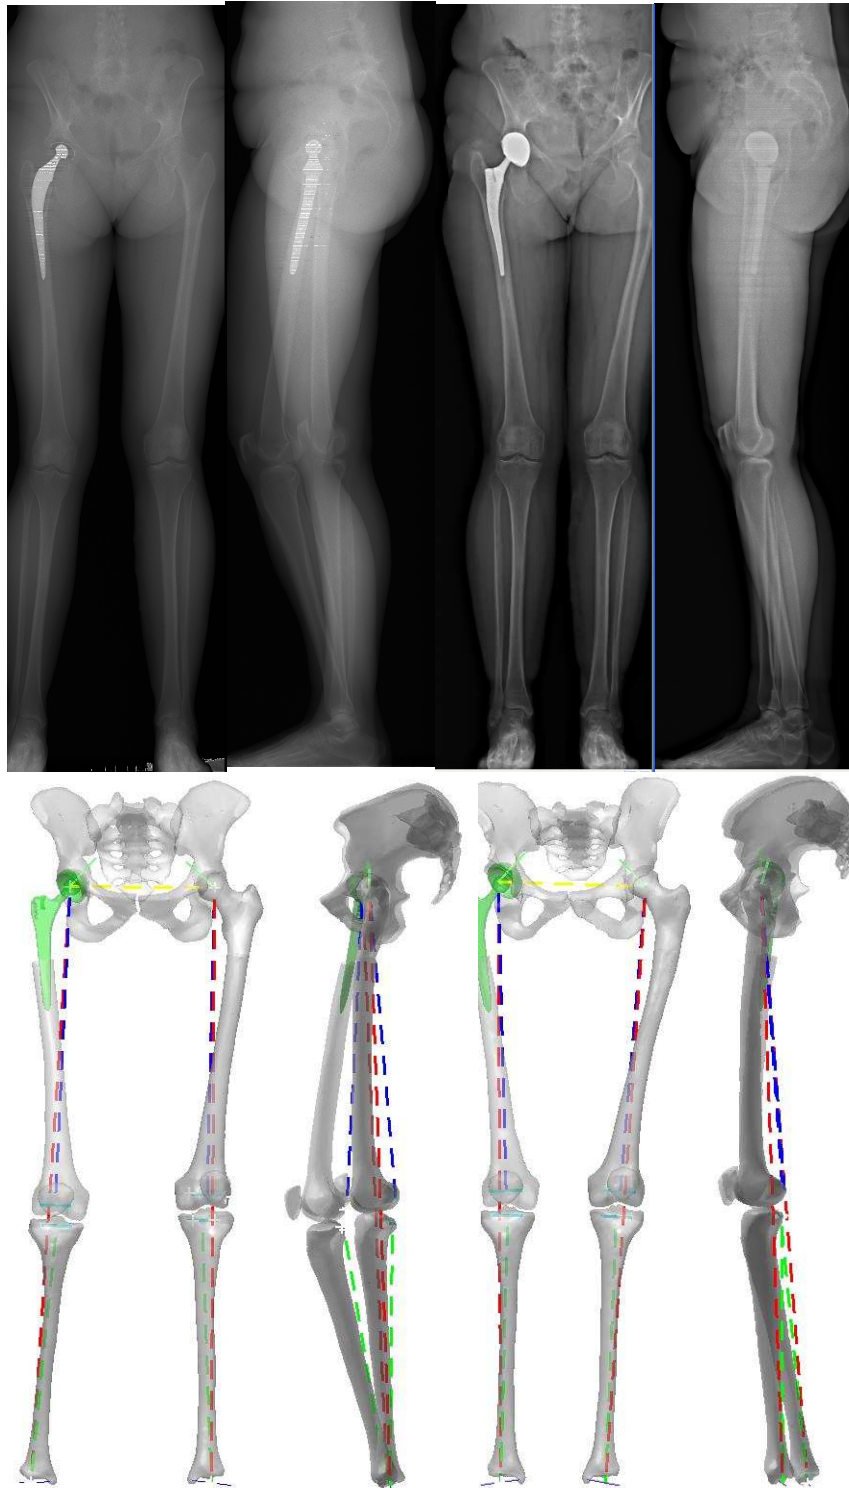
Radiographie et reconstruction 3D pour une patiente avant et après chirurgie de reprise.
